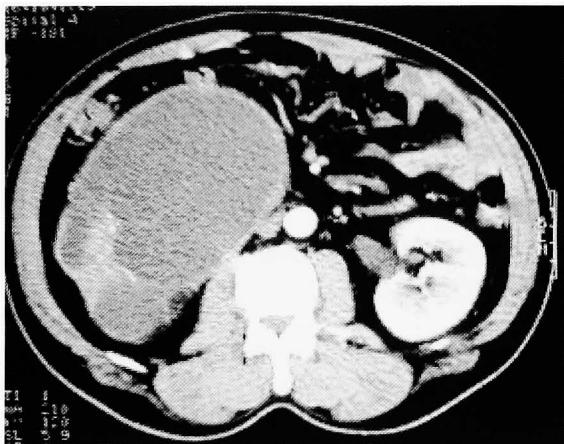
Abdominal CT showed right giant hydronephrosis.
